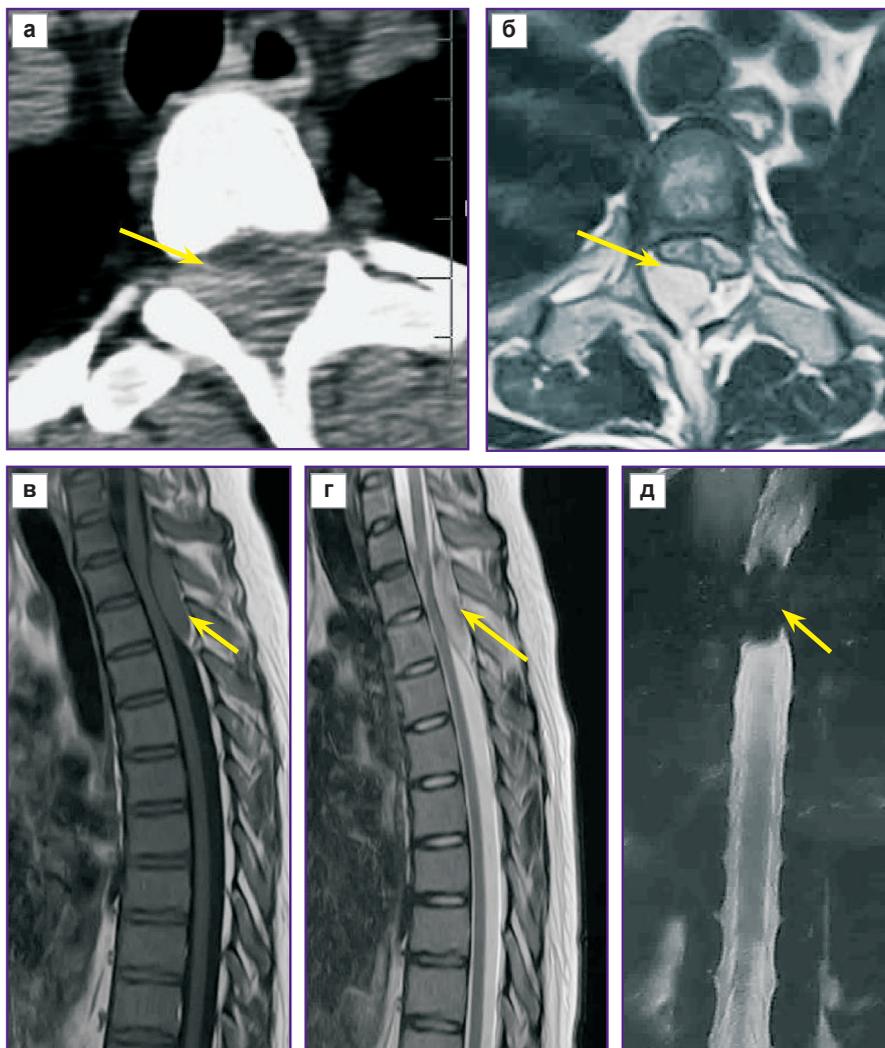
МСКТ- (а) и МР-томограммы (б) в аксиальной проекции, сагиттальные МР-томограммы (в — T1-ВИ, г — T2-ВИ) и миелограмма (д) пациентки С., 28 лет, беременной 38 нед, поступившей с клиникой тетрапареза после минимального внешнего воздействия на шейный и верхнегрудной отделы позвоночника на фоне приема прямых антикоагулянтов. По результатам томографических исследований повреждений позвонков не отмечено, выявлено экстрадуральное скопление крови на уровне Th₁–Th₃ с дорсолатеральной локализацией (стрелки), компримировавшее дуральный мешок и спинной мозг с отсутствием тока ликвора на уровне Th₂ и Th₃.
